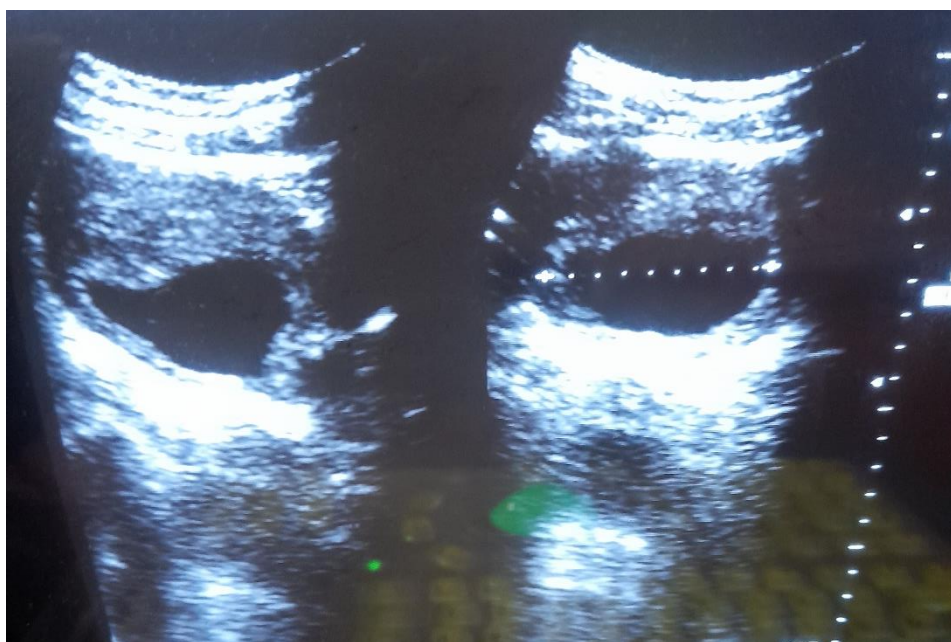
L'échographie réalisée met en évidence, un sac gestationnel non embryonné en faveur d'un œuf clair.
